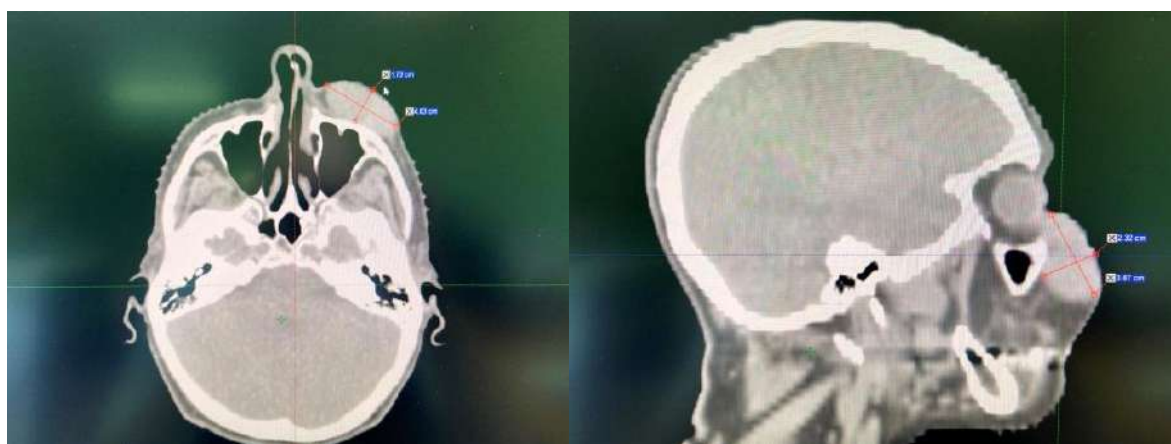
КТ лицевого отдела скелета с указанием размеров и локализации опухоли.
